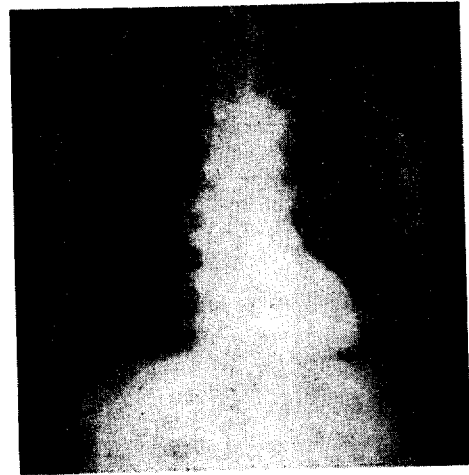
Roentgenogram in same patient (Fig. 3) after en bloc resection including Lt. 2nd and 3rd ribs and reconstructed with silastic prosthetic sheet.
